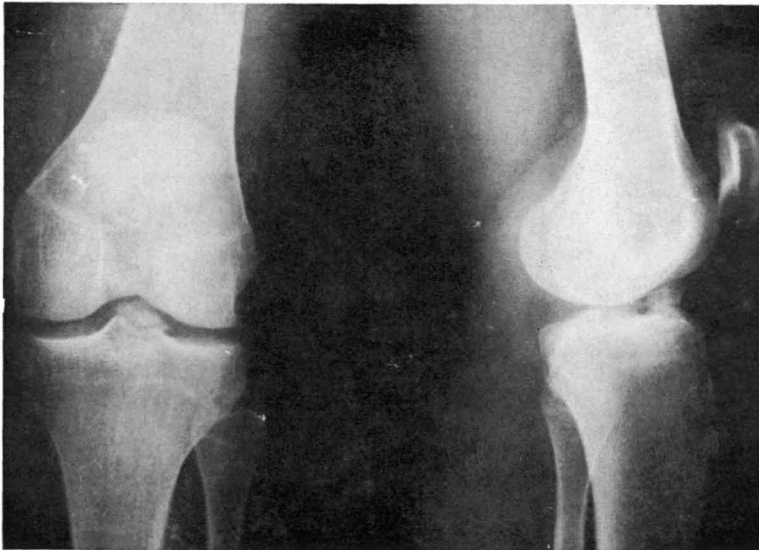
Caso 6. Radiografías después de tratamiento incruento.
